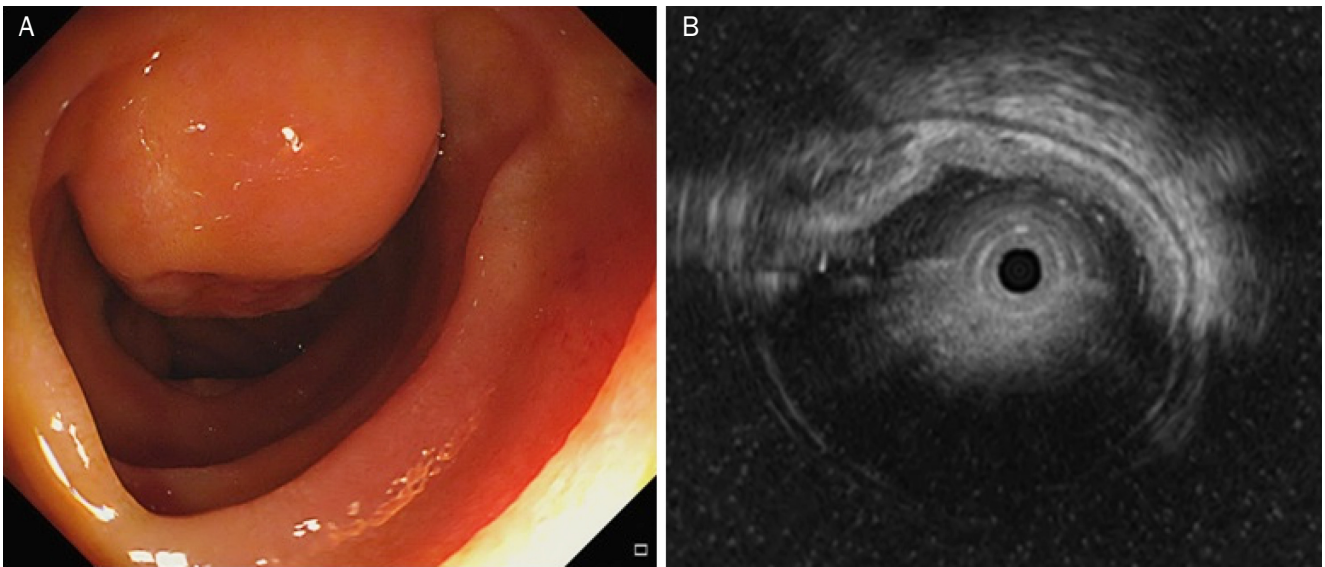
(A) Endoscopic finding. Endoscopy reveals a 2-cm-sized subepithelial tumor with central ulcer in the second portion of the duodenum. (B) Endoscopic ultrasonography. On endoscopic ultrasonography, the tumor is a heterogeneous hypoechoic mass with unclear border, originating from the deep mucosal and submucosal layers.
